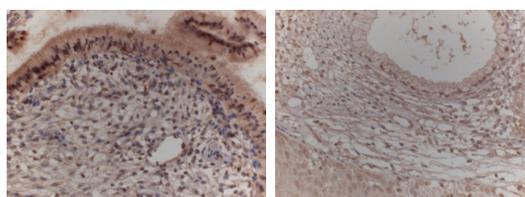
IL-1 α 左 CT(+), 右 CT(-)
